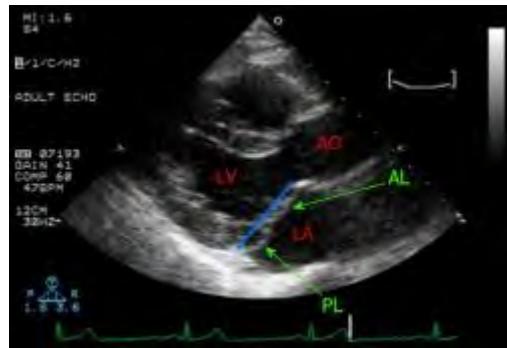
prolapsus des 2 feuillets de la valve mitrale à l'ETT en coupe parasternale grand axe
